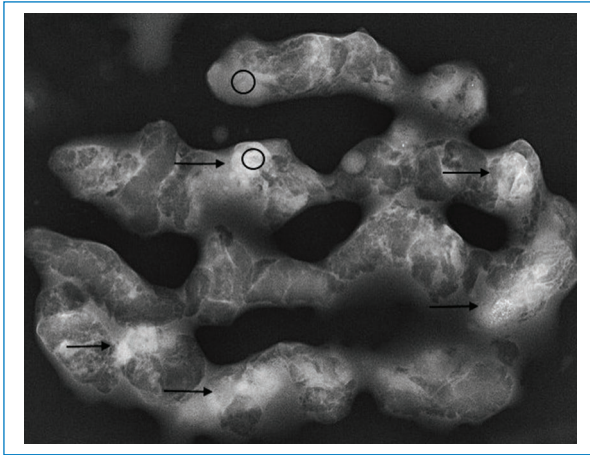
Ejemplo de una radiografía de muestras obtenidas en una biopsia CEM. Las flechas indican áreas densas que impresionan contener yodo. Los círculos indican dónde fueron medidas las densidades con un ROI en el área densa y otro en el área menos densa, pero no adiposa.
